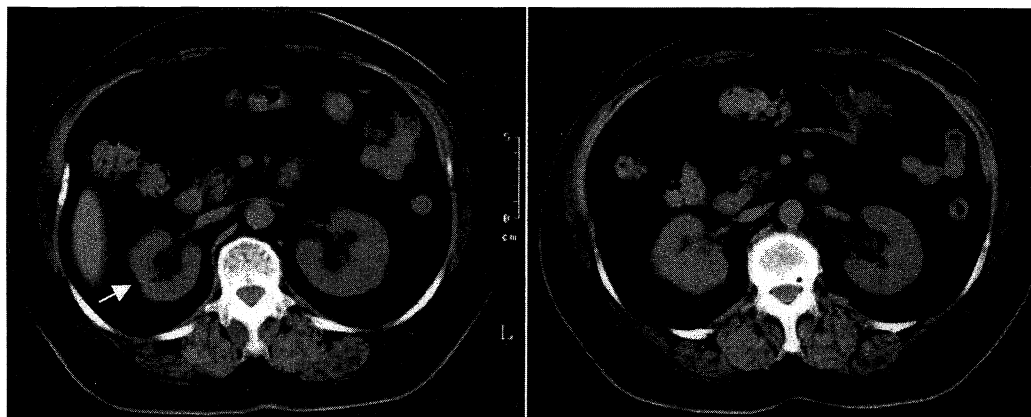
A CT scan of the lower abdomen shows that the cortex of the right kidney are partly atrophic (arrow).
